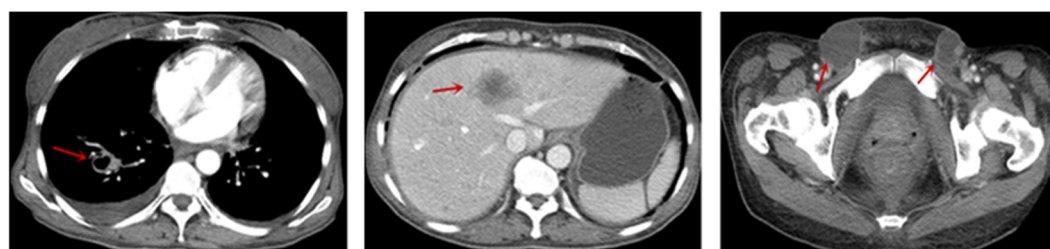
患者2017-04-12口服阿帕替尼治疗后肺部病灶、肝脏转移灶和双侧腹股沟肿大淋巴结CT影像
